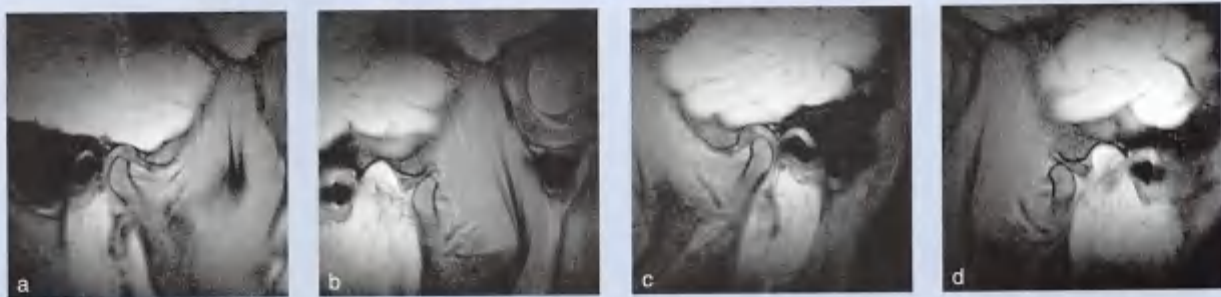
MRT。(a, b) 右侧TMJ显示在习惯性牙尖交错位时关节盘前移位，开口时关节盘再定位。(c, d) 左侧TMJ显示在习惯性牙尖交错位时关节盘前移位，伴关节盘再定位 (M Andersson医生, T Steimel医生, MediaPark Clinic Cologne)
